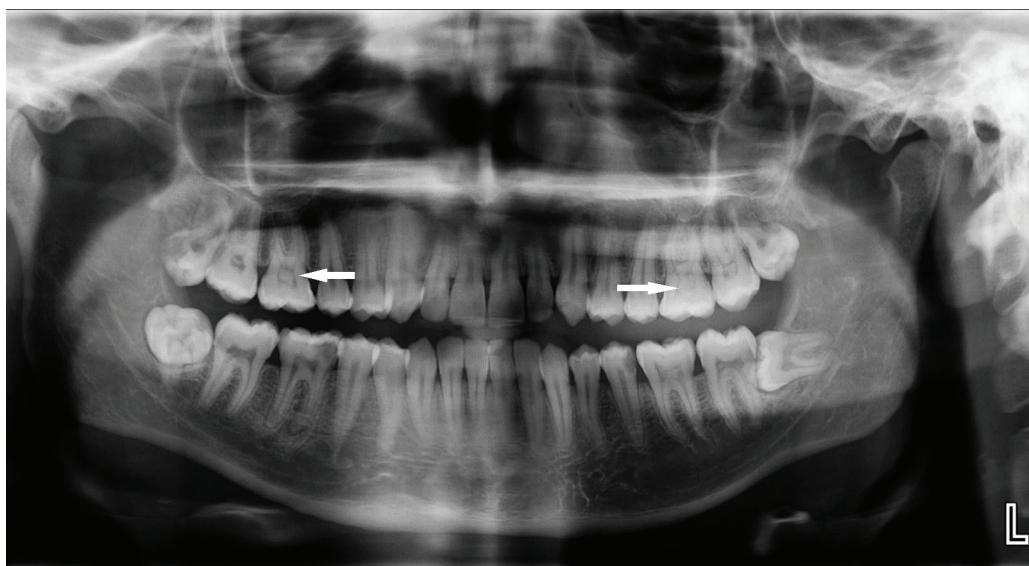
Panoramic radiograph of the pulp stone seen in the molar teeth of a patient in the radiotherapy group
